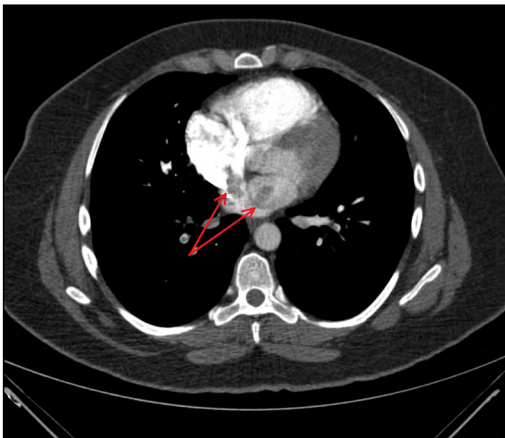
CT angiography of heart chambers with suspected thrombus in the right atrium.
